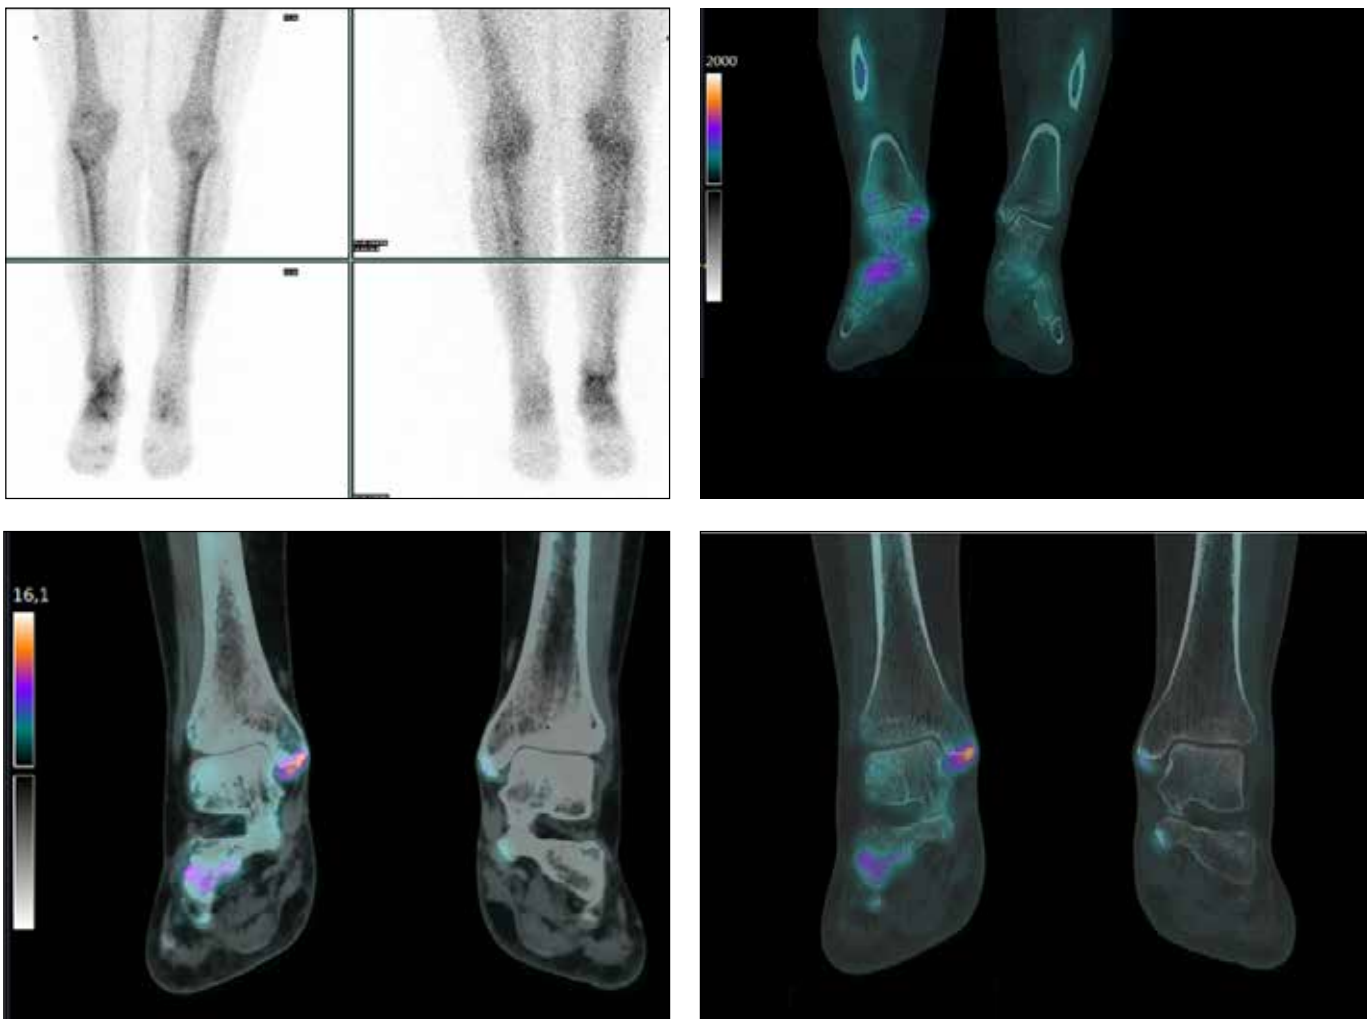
Casus 2 met linksboven: $[^{99m}\text{Tc}]\text{Tc-HDP}$ botscintigrafie, rechtsboven: $[^{99m}\text{Tc}]\text{Tc-HDP}$ SPECT/CT gefuseerde beelden, linksonder: $\text{Na}[^{18}\text{F}]\text{F}$ PET/CT weke delen geoptimaliseerde beelden, rechtsonder: $\text{Na}[^{18}\text{F}]\text{F}$ PET/CT bot geoptimaliseerde beelden.
